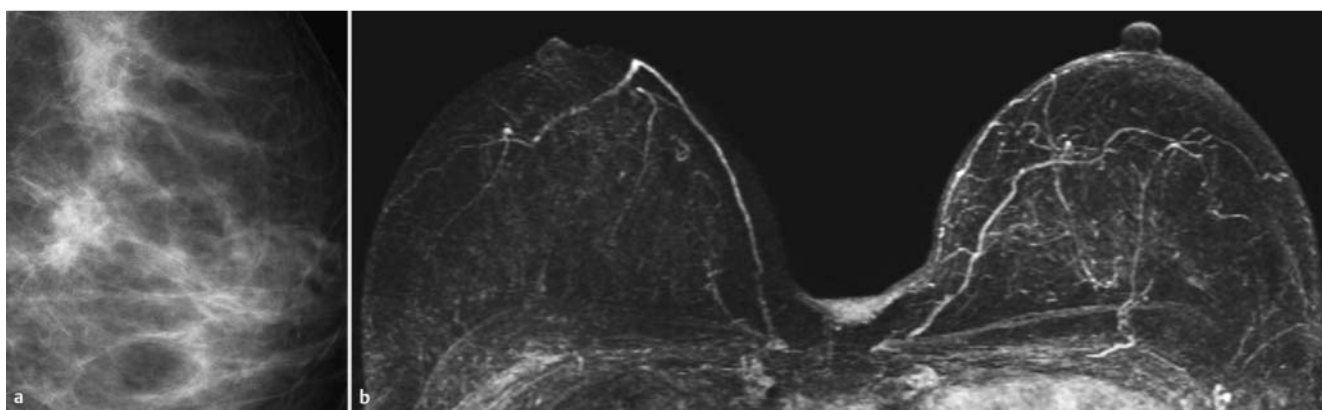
Abklärung eines Herdbefundes im Mammogramm. a Mammografisch unklare Läsion in den zentralen Anteilen der linken Mamma. Tubuskompression ohne weitere Klärung. Sonografie unauffällig (ohne Abbildung). b Mamma-MRT bei hoher Transparenz beidseits ohne auffälligen Befund (MIP-Darstellung). Daraufhin Verzicht auf perkutan-biopsische Abklärung. Inzwischen 3-jähriger unauffälliger Verlauf.
